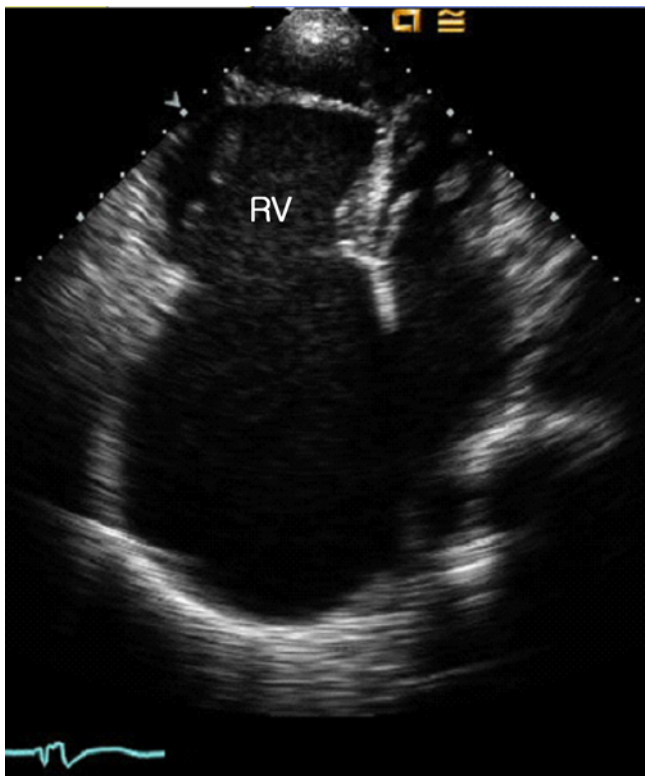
Two dimensional echocardiogram, parasternal short axis view. There is dilatation of the right atrium and ventricle. A large atrial septal defect is present. Abbreviations:RV, right ventricle; RA, right atrium; ASD, atrial septal defect.
